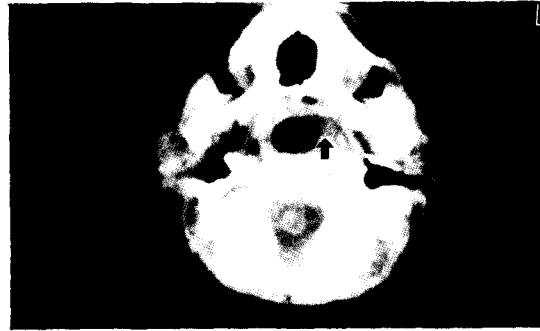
Axial CT scan. There was a large mass in nasopharynx, which had a stalk (arrow head) with left nasopharyngeal wall.
